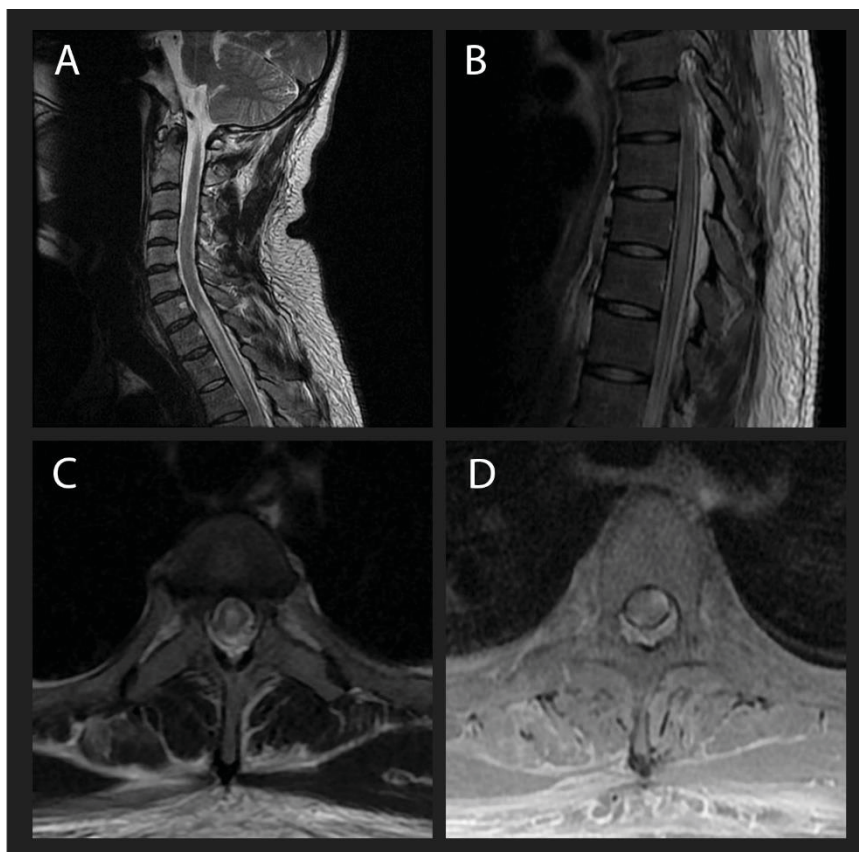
RM da coluna vertebral de um paciente com mielite transversa causada por neurosífilis. 2A e 2B: imagens ponderadas em T2 sagitais da coluna vertebral cervicotorácica mostrando uma lesão hiperintensa que afeta segmentos da medula espinhal de C6-C7 a T11-T12; 2C: RM axial ponderada em T2 mostrando hiperintensidade envolvendo a maior parte da circunferência da medula espinhal; 2D: RM axial ponderada em T1 pós-gadolinio mostrando realce pelo contraste em duas áreas diferentes da medula espinhal.
